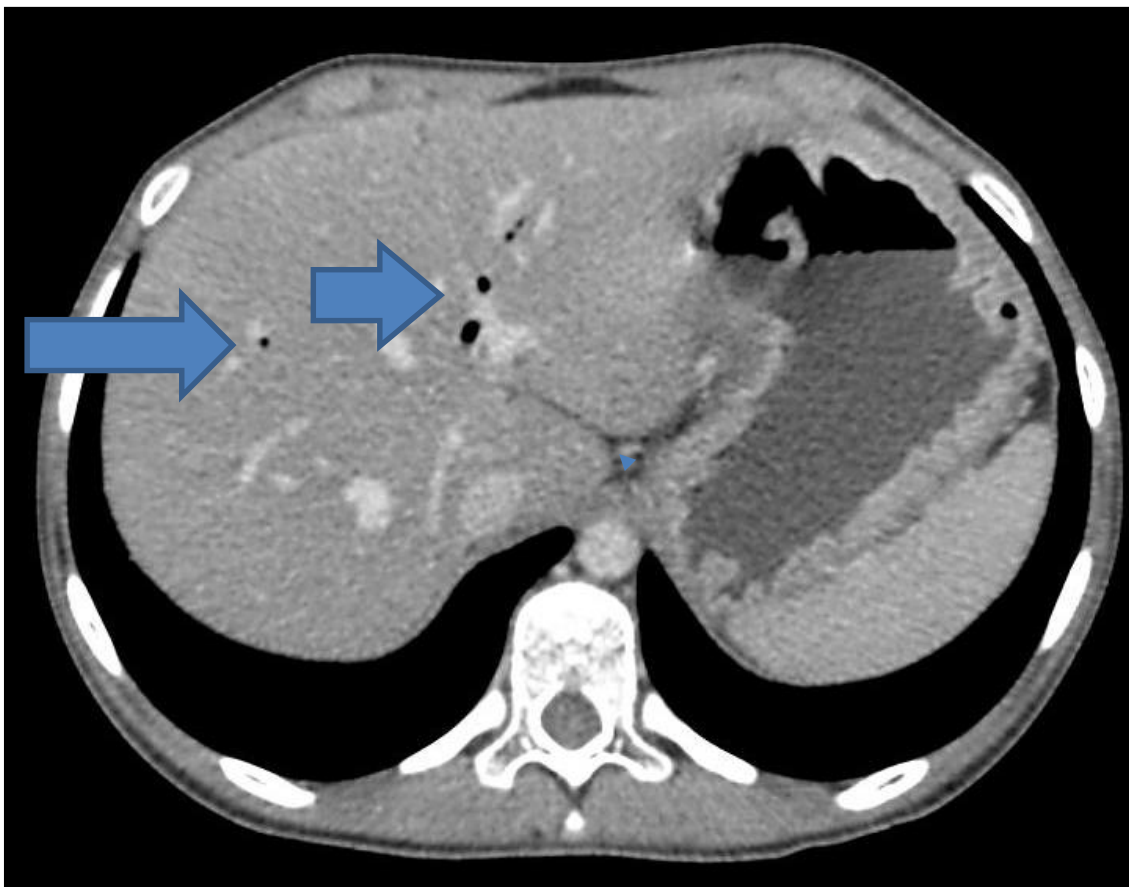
TC de abdome com presença de ar na via biliar intra-hepática, com leve distensão da câmara gástrica.
